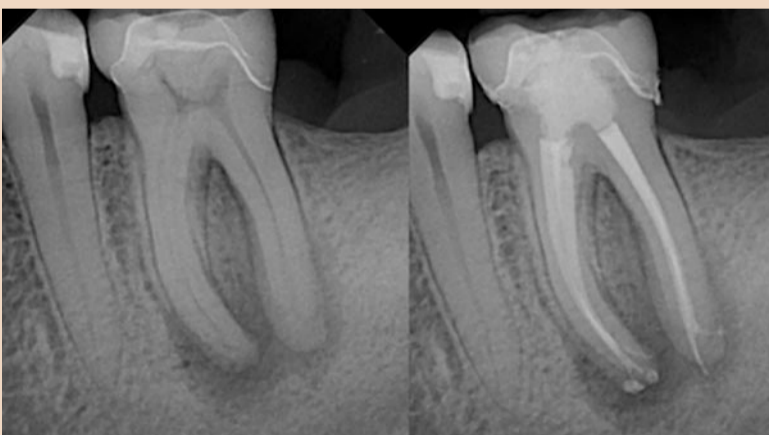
Исходная и послеоперационная рентгенограммы зуба 36: дегенерация пульпы с поражением перирадикулярных тканей (изображения любезно предоставлены доктором Nasseh)
